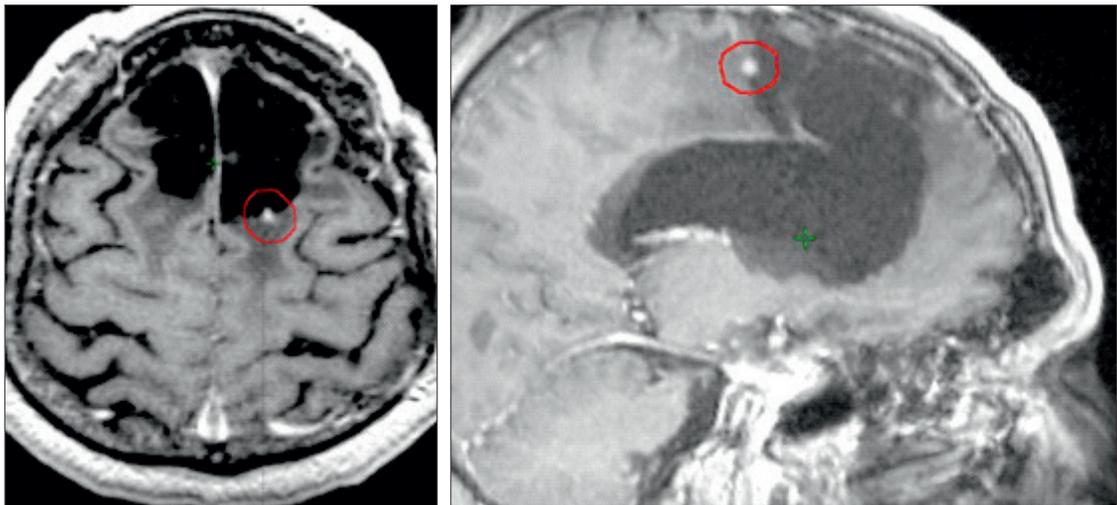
Рецидивная опухоль по данным МРТ от 11.05.2017 г. (до начала курса стереотаксической радиотерапии)
